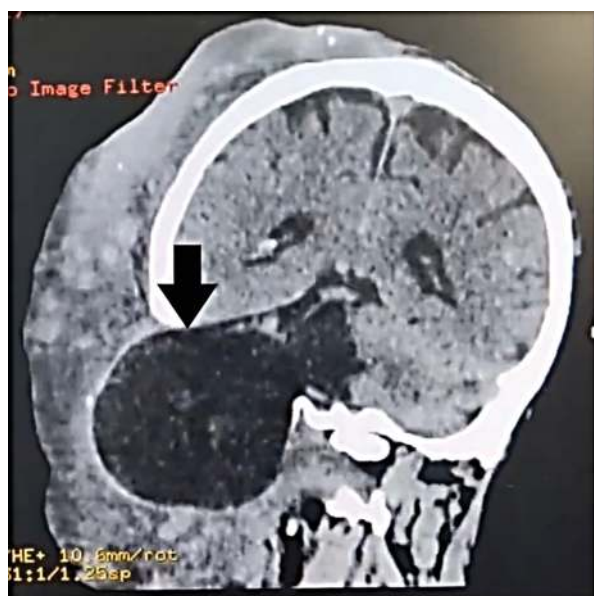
Компьютерная томография головного мозга (стрелка – порэнцефалическая киста)
